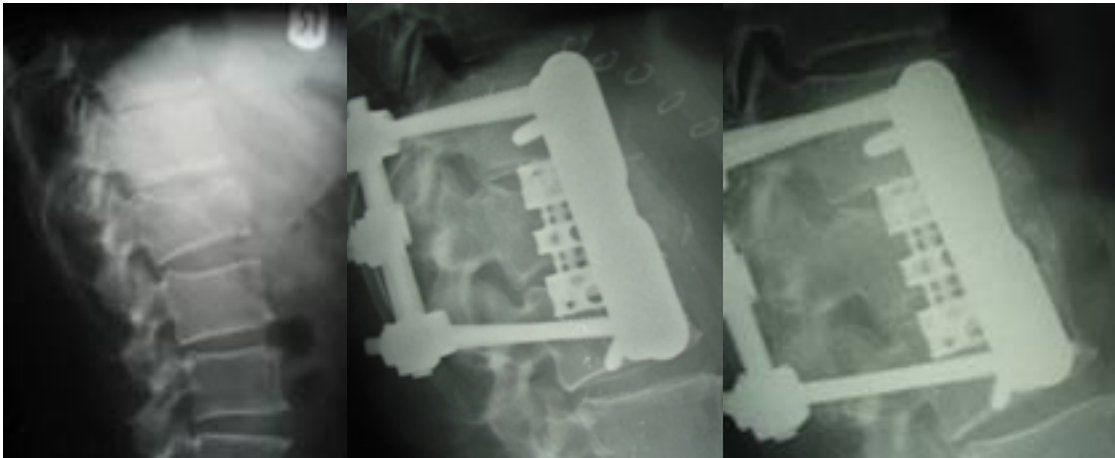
Seitliche Röntgenaufnahmen eines 62-jährigen Patienten (Nr. 15) mit LWK-1 Fraktur (A 3). (v.l.n.r. präoperativ, direkt postoperativ, 12 Monate postoperativ)
